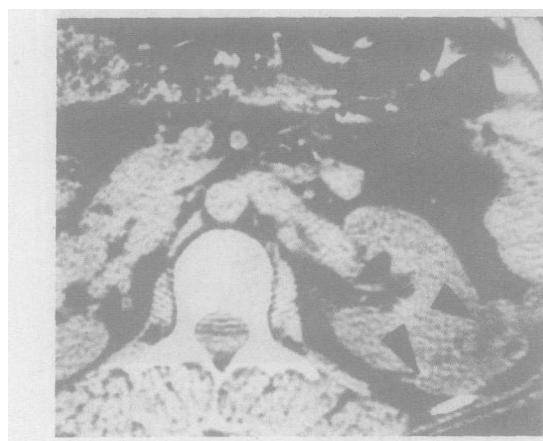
8 同图 1 病例：栓塞术前 CT, RABL 较大且突出于肾外；栓塞治疗后 6 月 CT 复查示肿瘤显著缩小。
